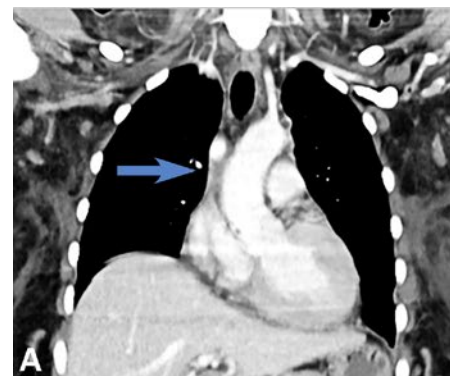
Angio-CT, coupes coronales (A, D) et axiales (B, C). A/B) Absence de la veine cave supérieure (flèches larges) avec cathéter dans la veine mammaire interne droite (flèche étroite). C/D) Circulation collatérale avec dilatation de la veine azygos, hémi-azygos et lombaires (flèches).
